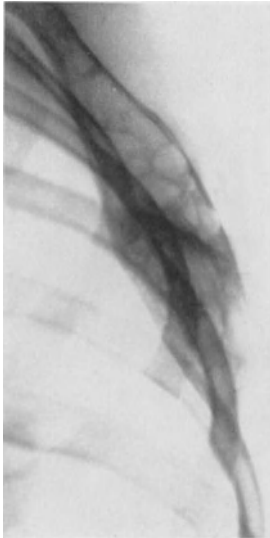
16jähr. ♀. Jugendliche Knochenzysten der Scapula. Seit 2 Jahren schmerzlose Anschwellung des Schulterblattes. Röntgenbild der Scapula von der Seite. Resektion der Scapula. Nach 6 Jahren geheilt. Feingeweblich teils Riesenzellgeschwulstgewebe, teils Cysten.
